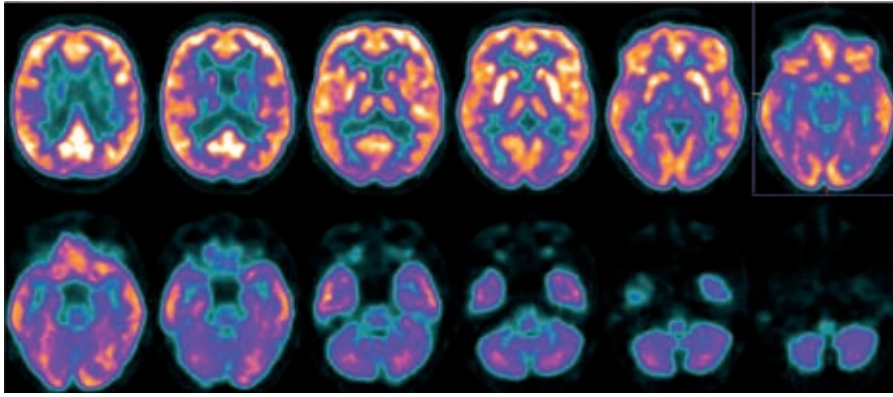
[¹⁸F]FDG-PET bei Patienten mit einer Multisystematrophie. Der Glukosemetabolismus ist im Bereich der Corpora striata und des Zerebellums reduziert.
